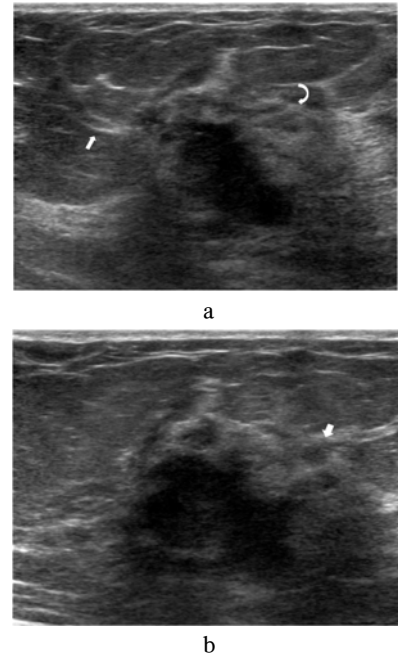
Ultrasonogram of the right breast shows a irregular shaped, hypoechoic solid mass with ill defined margin. Note tethering of the cooper's ligaments(arrow in a), ductal extension(curved arrow in a) and a few daughter lesions(arrow in b).
